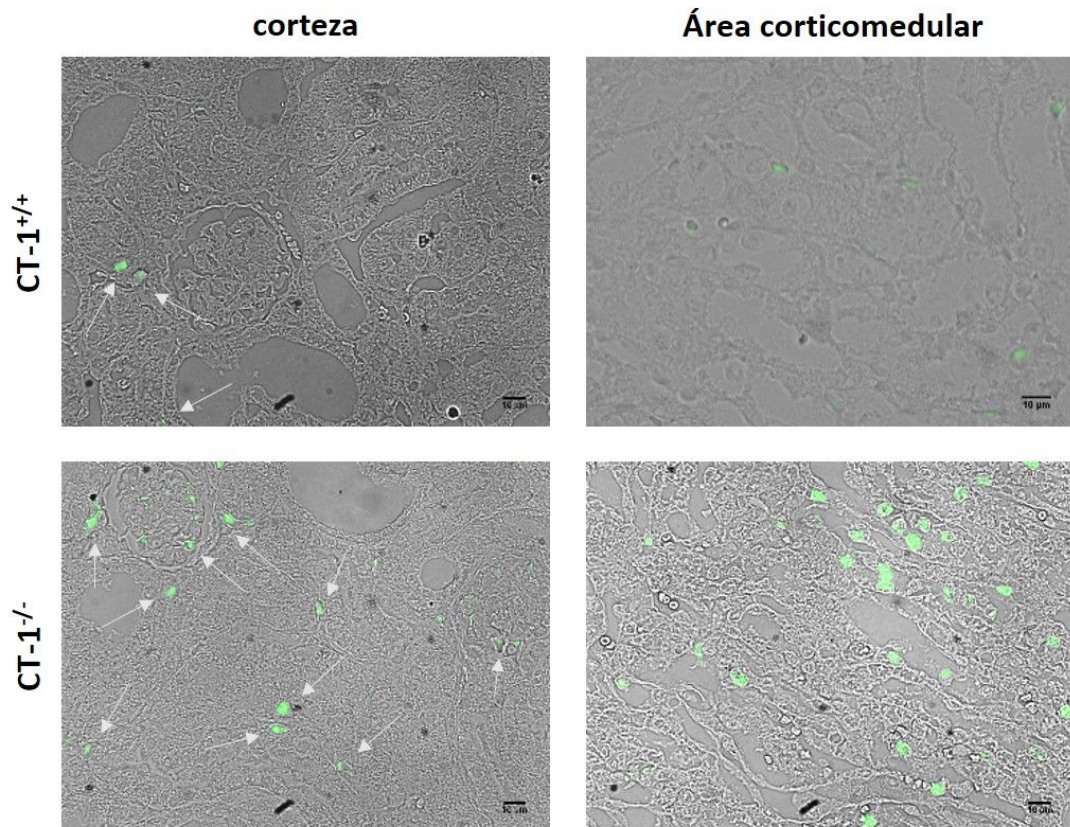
Análisis de la fragmentación de ADN tras 3 días de obstrucción. Imágenes representativas de la tinción con TUNEL en la corteza y área corticomedular de riñones obstruidos procedentes de ratones CT-1^{+/+} y CT-1^{-/-}. Las flechas señalan células teñidas. CT-1^{+/+} (n=6), CT-1^{-/-} (n=6). Magnificación original: 400X; barra= 10 µm. CT-1: cardiotrofina-1.
